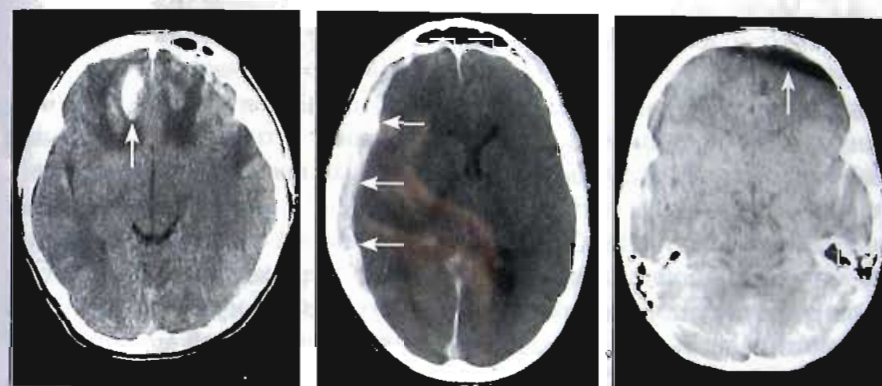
Компьютерные томограммы при внутричерепных кровоизлияниях (указаны стрелками).
